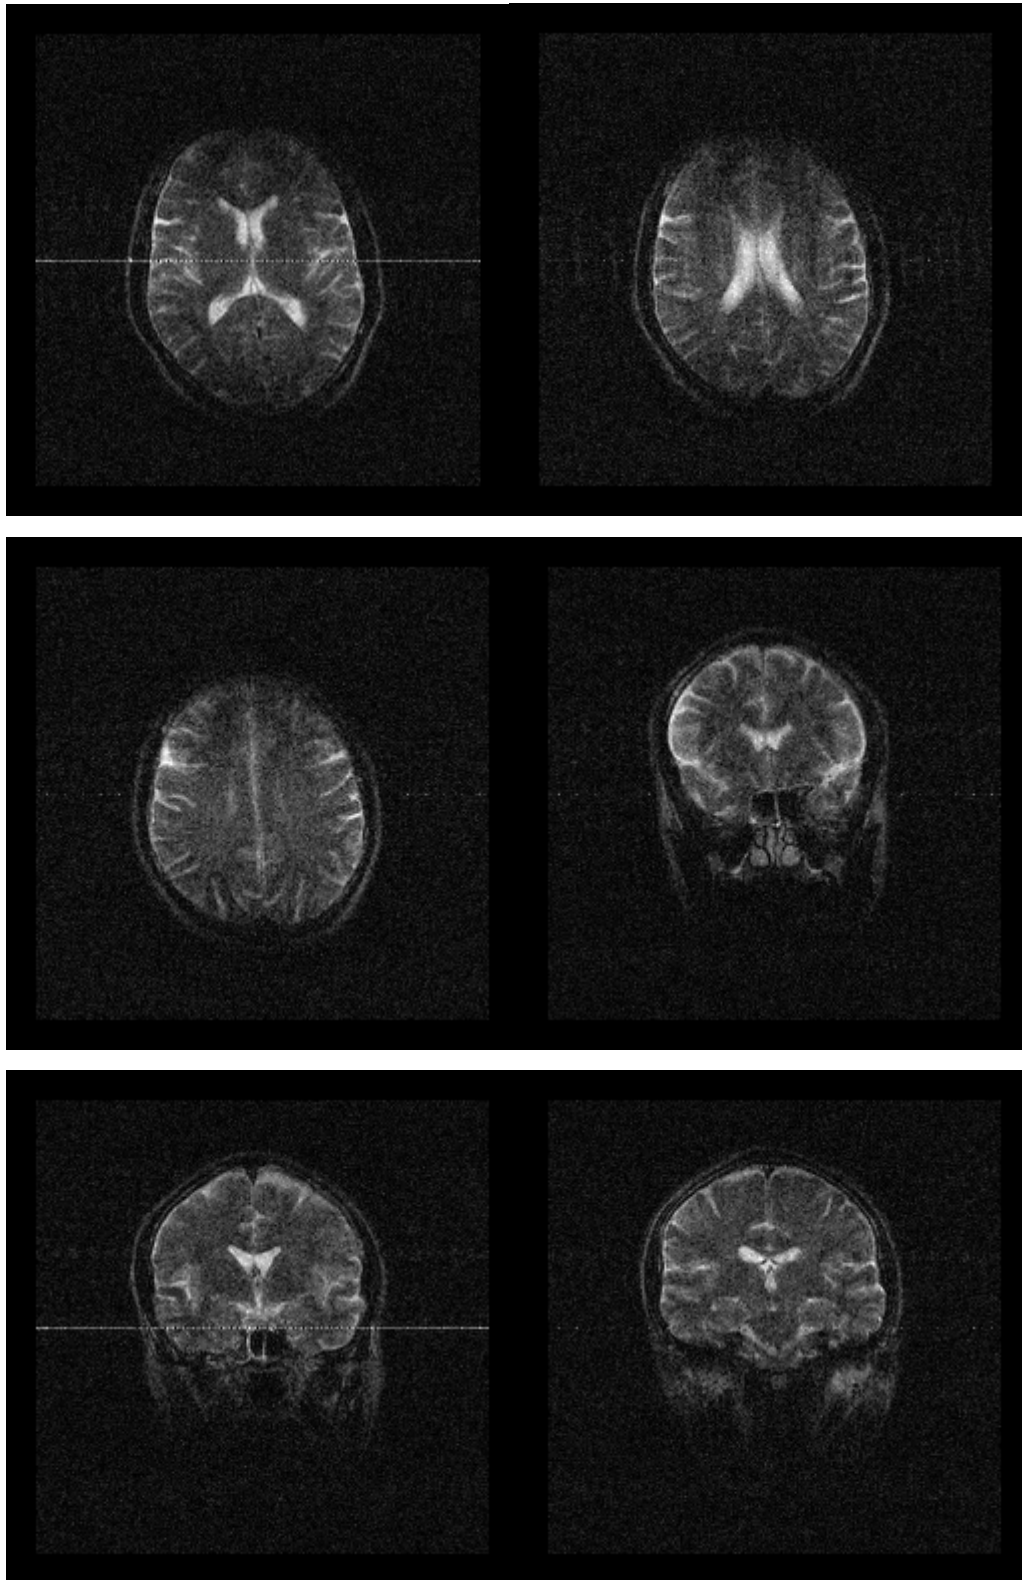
МРТ головного мозга больного К-на, 1967 г.рожд. Пояснения – в тексте.
